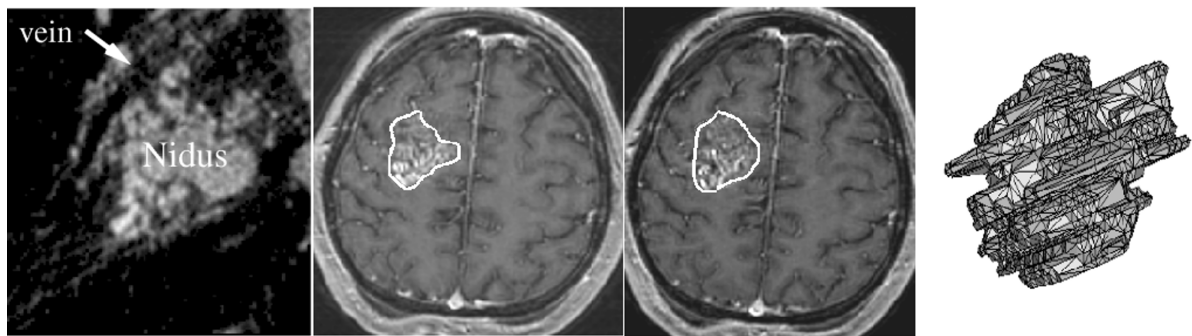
Détourage d'une MAV en IRM (pondération T1, injectée), coupe par coupe en coupes axiales. (gauche) Coupe axiale à travers la MAV dans la 3DDSA correspondante. (deux du milieu) Contours de la MAV dans deux coupes IRM successives. (droite) Contour reconstruit en 3D. Les difficultés de détourage apparaissent dans l'aspect chaotique de la surface reconstruite, qui fait apparaître nécessaire un outil de régularisation de la forme dans le sens longitudinal.
